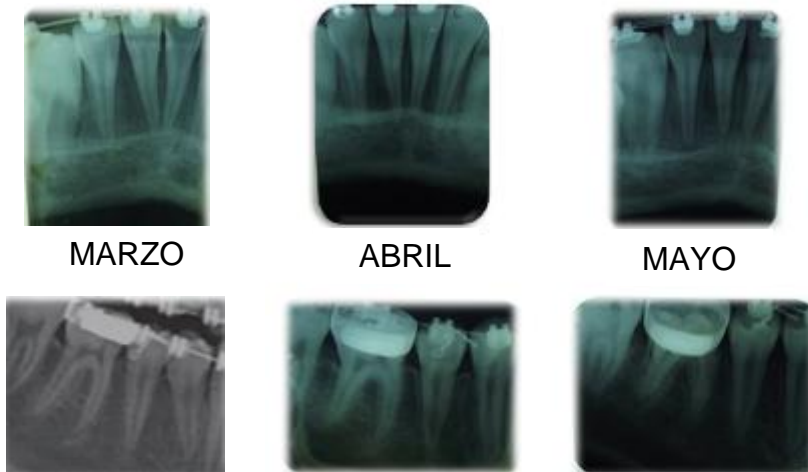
Toma de radiografías periapicales para observar la corrección radicular de raíces 41, 31, 44.
